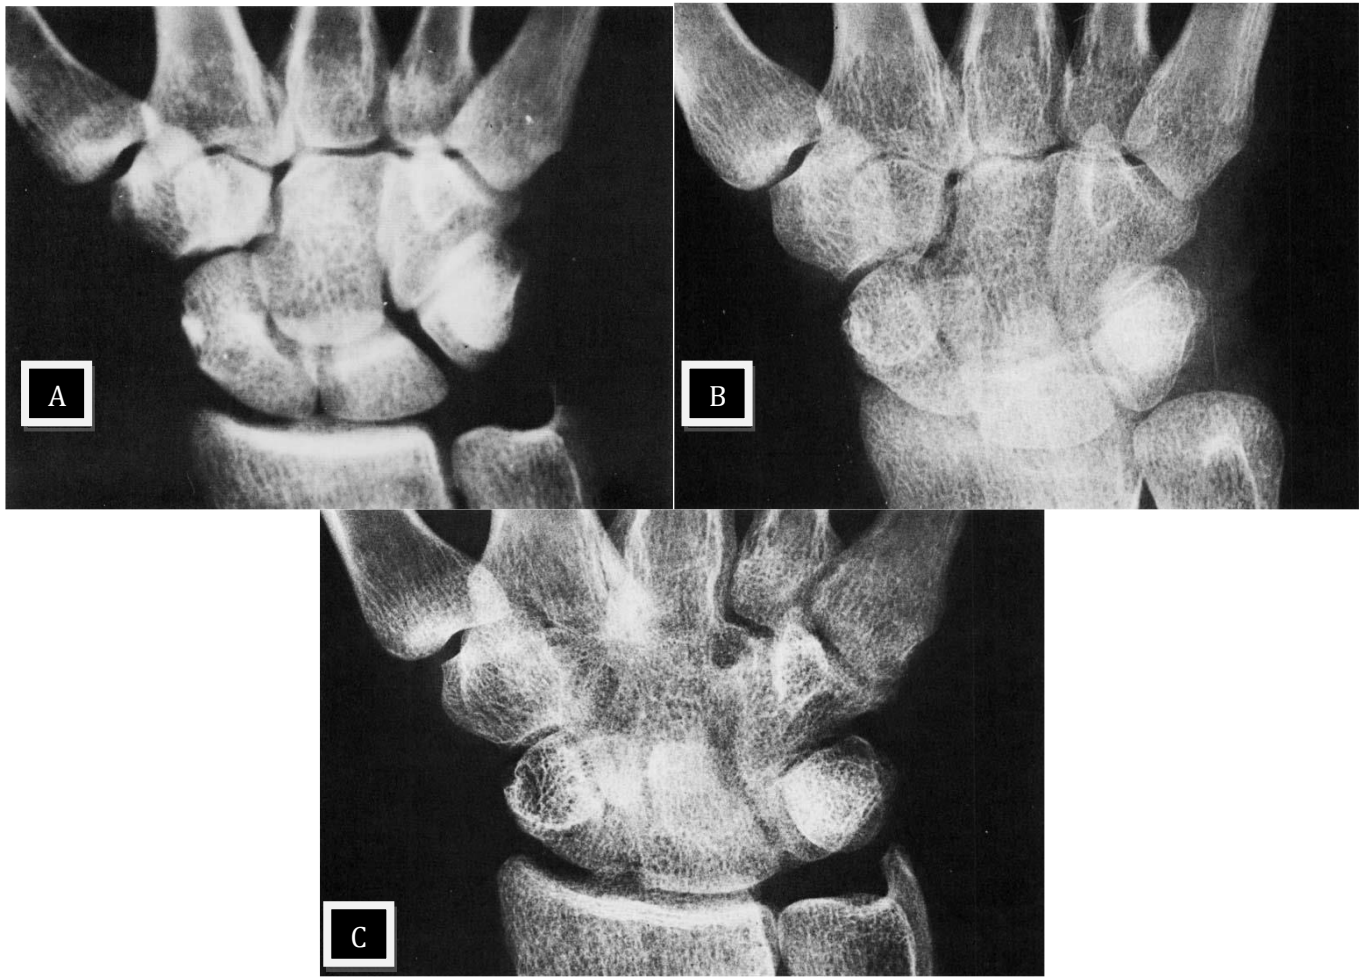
trois clichés radiographiques montrant l'évolution de la carpite dans la MSA. Clichés pris respectivement au moment du diagnostic (A), 15 mois (B) puis 5 ans après (C) [94].
